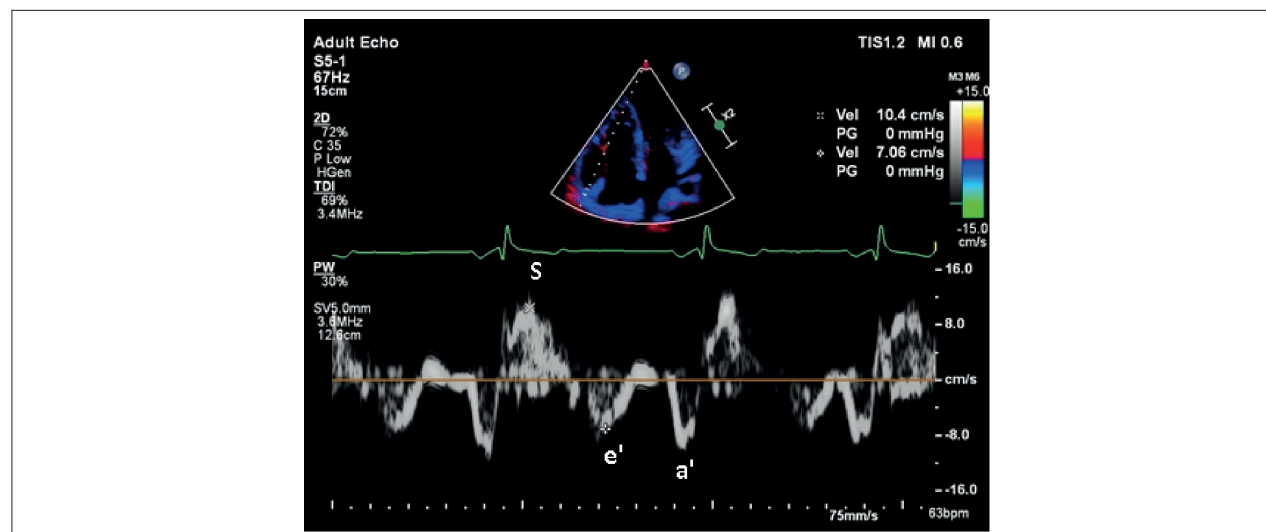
Doppler tecidual da parede livre do ventrículo direito, com obtenção de velocidades da onda e' e da onda S.
